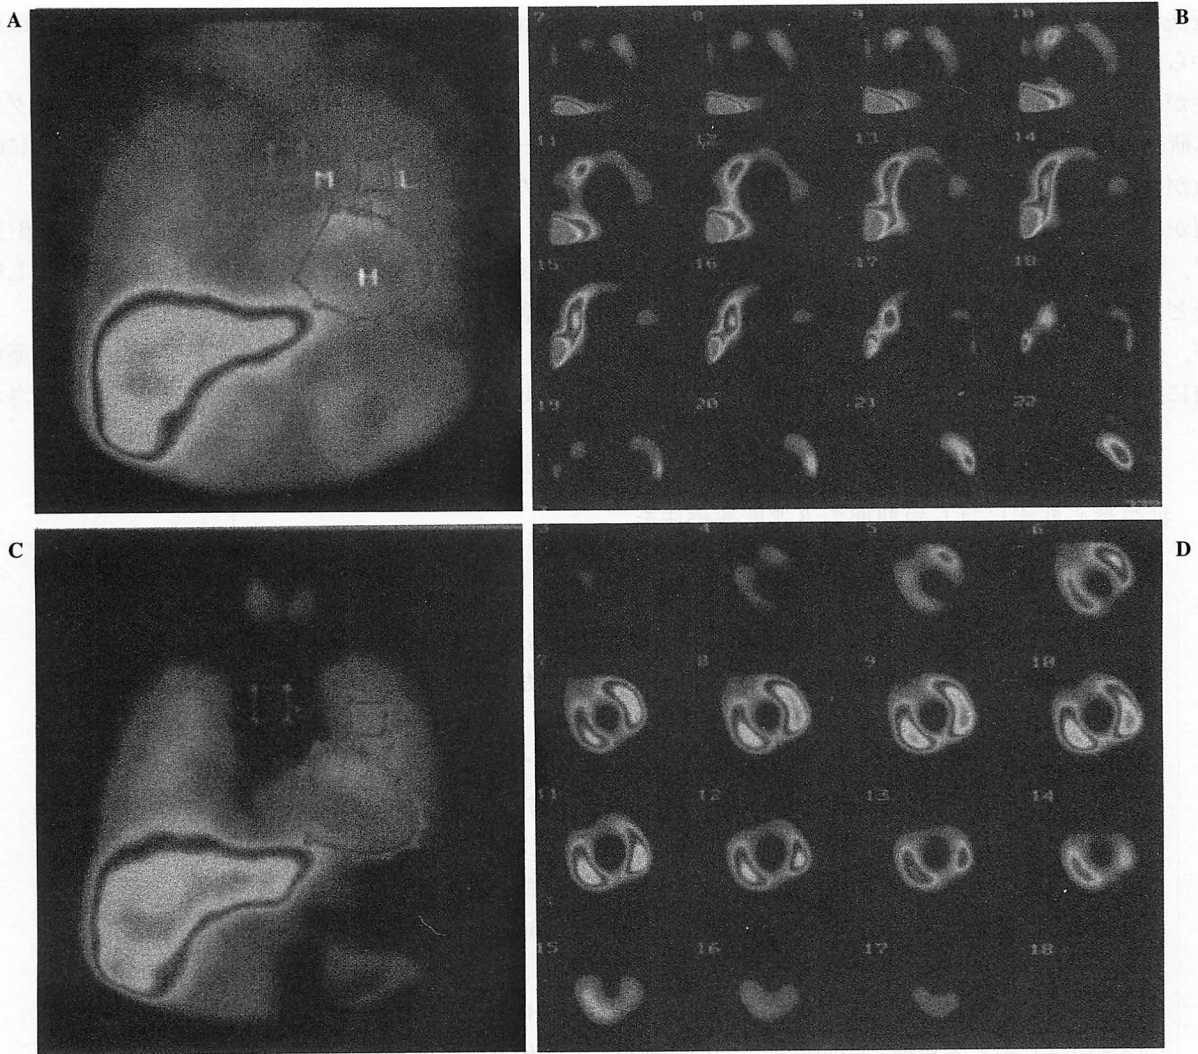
Planar and SPECT images of ^{123}I -MIBG myocardial scintigraphy obtained 3 hours after MIBG intravenous injection before and after β -blocker therapy
